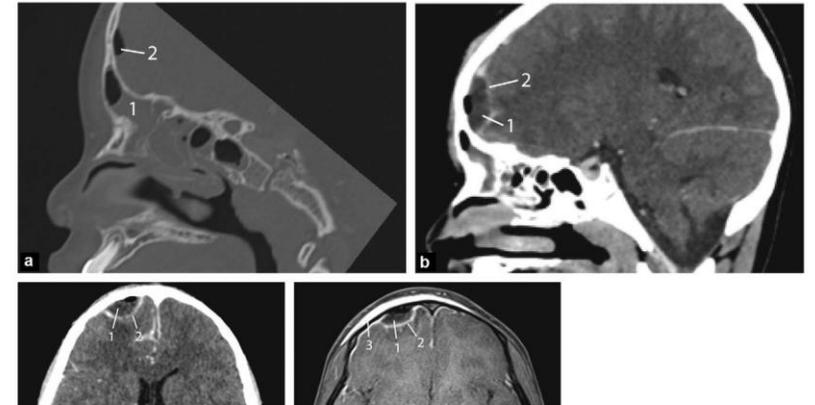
Ostéomyélite frontale avec abcès sous-périoste externe et abcès intra-cérébral ; a : TDM en coupe sagittale et fenêtre osseuse.
